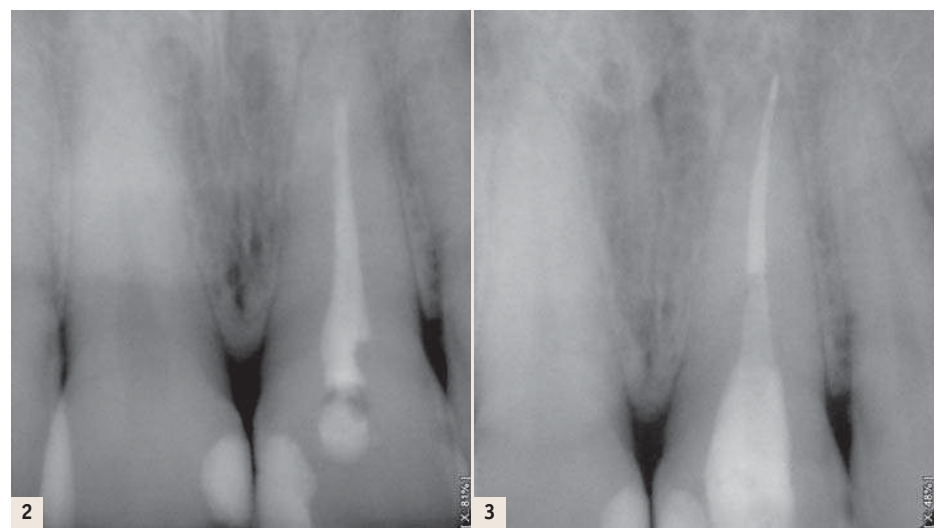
Radiographie préopératoire. | Fig. 3: Radiographie postopératoire.
